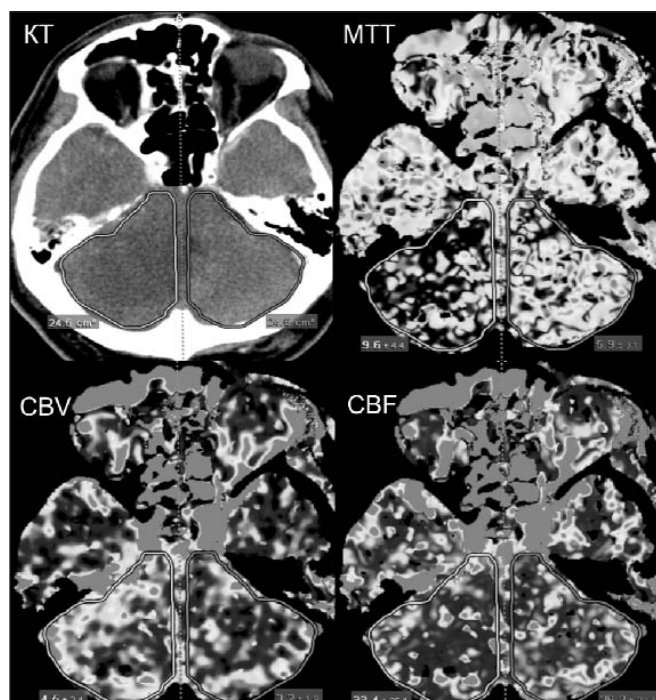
КТ-перфузия. Гиподенсивный на КТ очаг в правом полушарии мозжечка находится в состоянии гипоперфузии (удлинено среднее время транзита MTT, снижена скорость мозгового кровотока CBF). Объем мозгового кровотока CBV повышен. Данные согласуются с уже имеющимися и свидетельствуют о венозном инфаркте, застое и отеке
